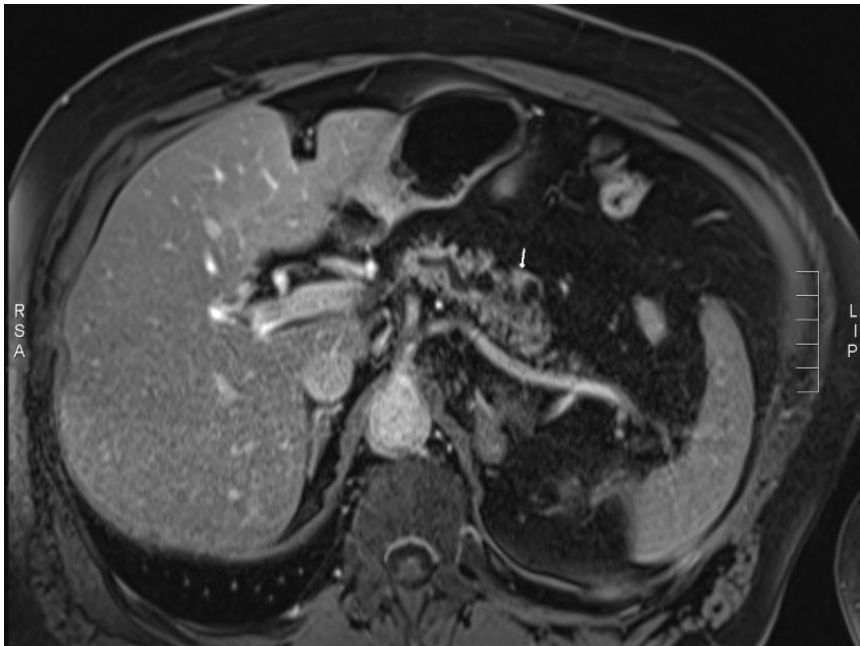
Magnetresonanztomographie, T1-Sequenz, nach Kontrastmittelapplikation –
